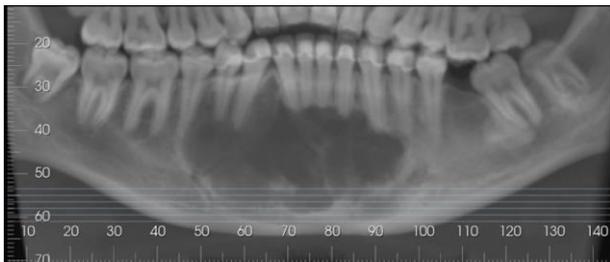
Tomografia Computadorizada Cone Beam inicial – reconstrução panorâmica
